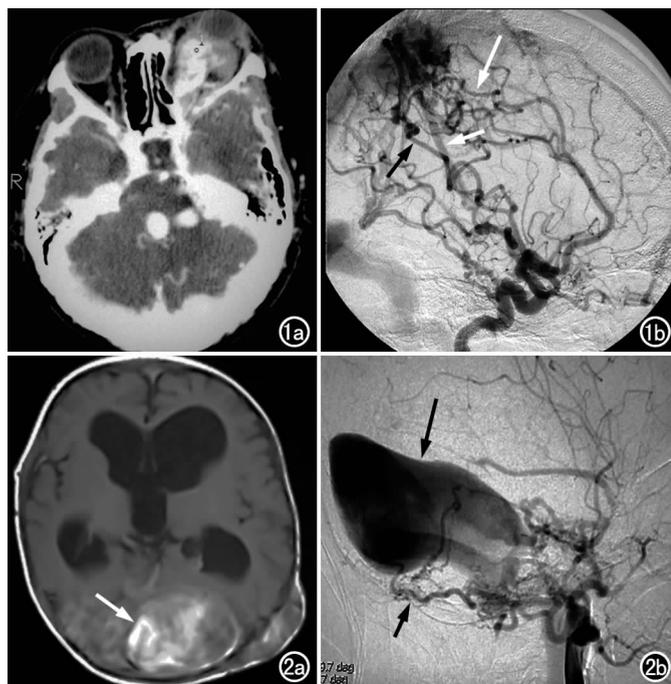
上矢状窦旁硬脑膜动静脉瘘。a) CT增强扫描示左眼眶扩大,眼球突出,球后见蚯蚓状迂曲的血管影(箭),颅内可见异常增粗、迂曲的静脉血管影,颅骨内板见明显的血管压迹; b) DSA示上矢状窦旁可见一畸形血管团,其供血动脉有大脑前动脉分支的旁中央动脉(白长箭)及大脑中动脉分支的顶后动脉(黑箭),引流静脉主要是上吻合静脉(白短箭)。
